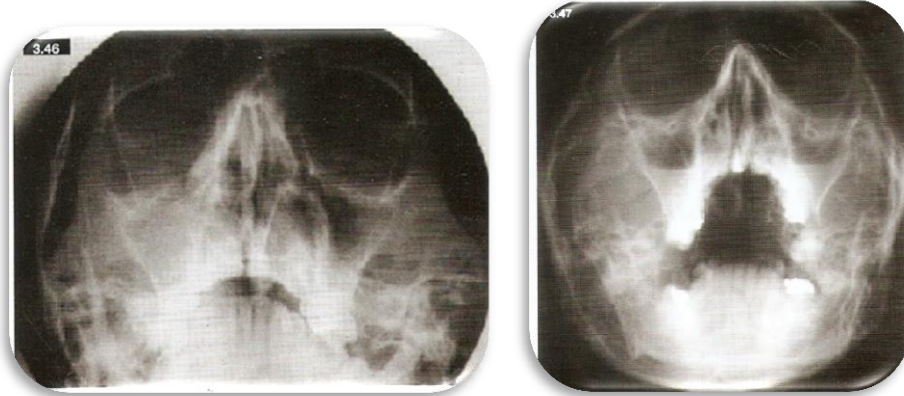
Radiografía posteroanterior o de Waters.
